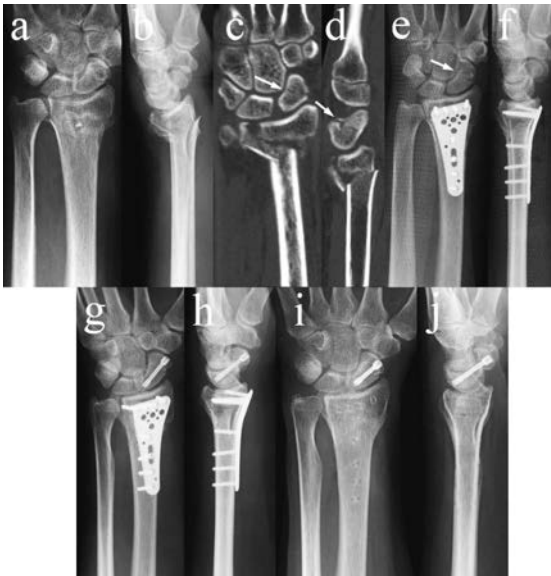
症例1. 初診時左側の単純X線正面像(a), 側面像(b)と, CT 冠状断像(c), 矢状断像(d). 舟状骨腰部に骨折線を認める(矢印). 初回術後X線正面像(e), 側面像(f)で舟状骨骨折が認識された(矢印). 2回目術後X線正面像(g), 側面像(h). 術後9か月時のX線正面像(i), 側面像(j), 橈骨・舟状骨ともに骨癒合が得られている.
